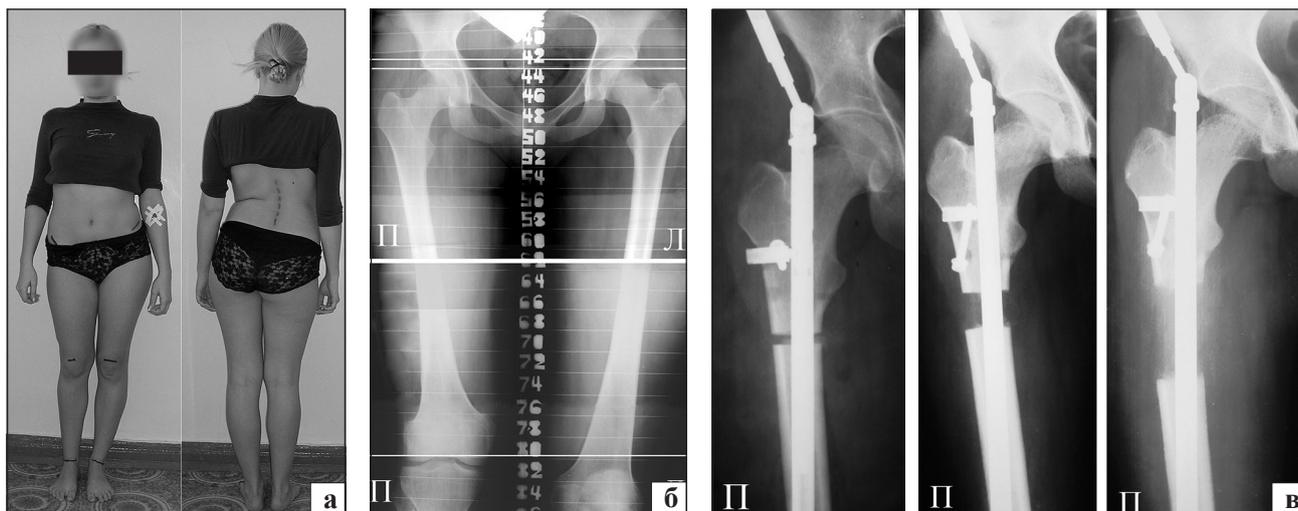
Больная М., 21 год. Укорочение правого бедра (6 см) после эпифизарного остеомиелита: а) внешний вид; б) мерные рентгенограммы; в) рентгенограммы после операции в процессе дистракции
